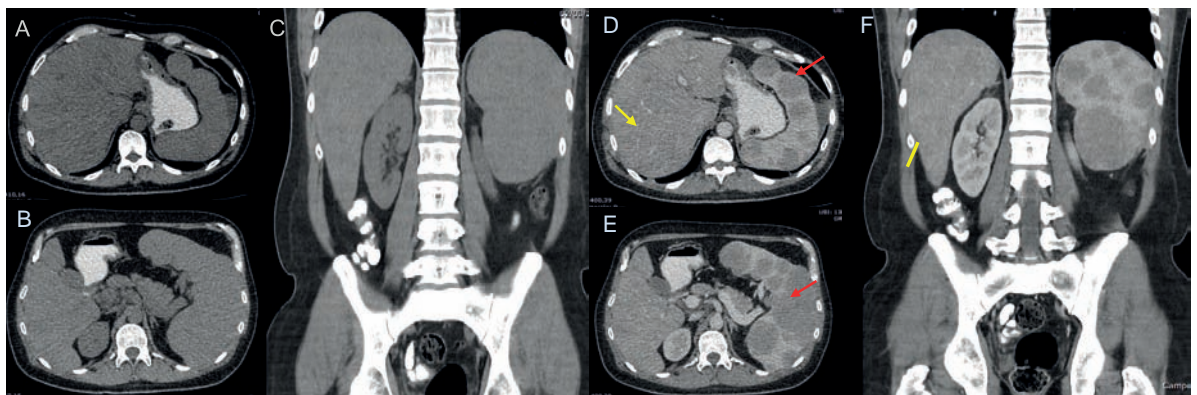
Tomografía de abdomen sin contraste endovenoso, cortes axiales (A), (B) y reconstrucción coronal (C), y con contraste endovenoso cortes axiales (D), (E) y reconstrucción coronal (F). Se observan dos patrones distintos, por un lado una esplenomegalia heterogénea con múltiples imágenes nodulares hipodensas con sutil realce con el contraste ev. (flechas rojas). El hígado alterna áreas intraparenquimatosas de mayor y de menor densidad atribuibles a trastornos de la perfusión (flechas amarillas).
